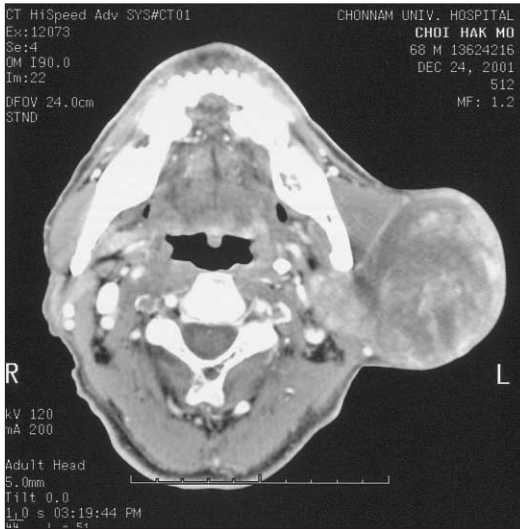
CT scans representing a well enveloped and heterogeneously enhancing mass, measured about 10×7×5 cm-sized, in the superficial layer of the left parotid gland.
